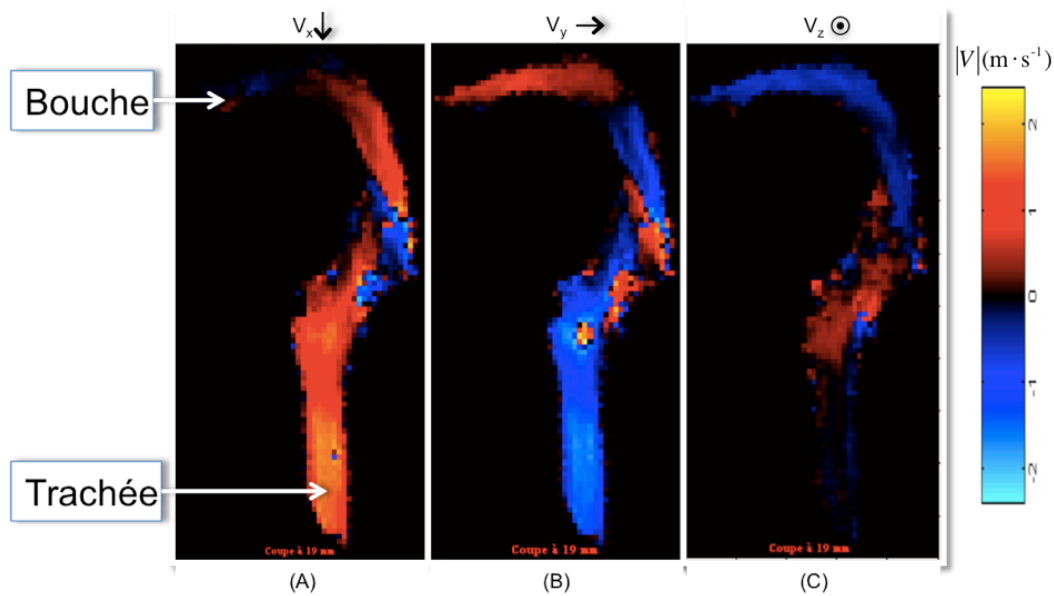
Cartes de trois composantes V_x (A), V_y (B) et V_z (C) de la vitesse du gaz d'hélium-3 dans le fantôme bouche-trachée rigide par IRM de contraste de phase (Julin Sandeau 2009).
